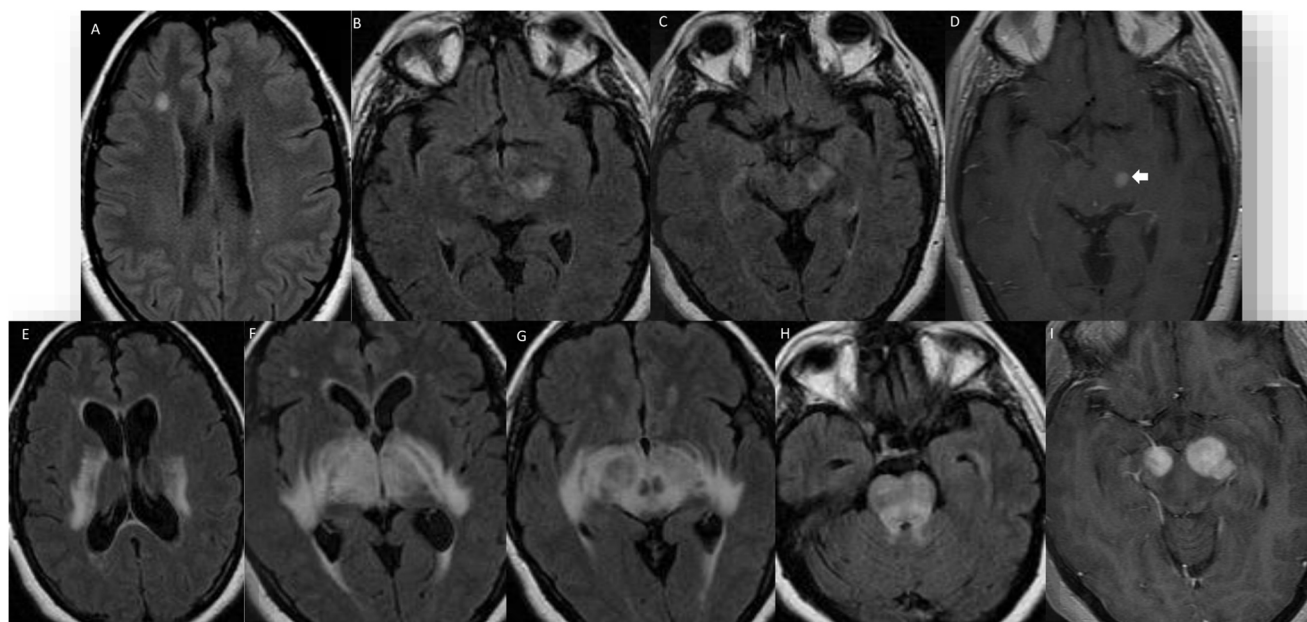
Mujer de 41 años con historia neurológica de más de un año de evolución con paresia faciobraquial derecha. Imágenes de la RM de la fila superior (A-D) muestran la primera RM con lesiones hiperintensas en secuencias FLAIR, inespecíficas, con extensión por pedúnculo cerebral izquierdo al mesencéfalo donde se identifica un pequeño foco de captación nodular milimétrico (flecha). La RM de control un año después, imágenes inferiores (E-I), muestra un claro empeoramiento consistente en una hiperintensidad señal en secuencias T2 y FLAIR que afecta a ambas cápsulas internas y corona radiada y a través del brazo posterior de las cápsulas internas y por ambos pedúnculos cerebrales se extiende a todo el mesencéfalo. Se encuentra también afectada la sustancia blanca de ambos lóbulos temporales en contacto con las astas ventriculares, así como ambas cintillas ópticas. En las secuencias con contraste existe una intensa captación sólida de morfología nodular en ambos pedúnculos cerebrales. En la biopsia cerebral confirmó un LDCBG.
